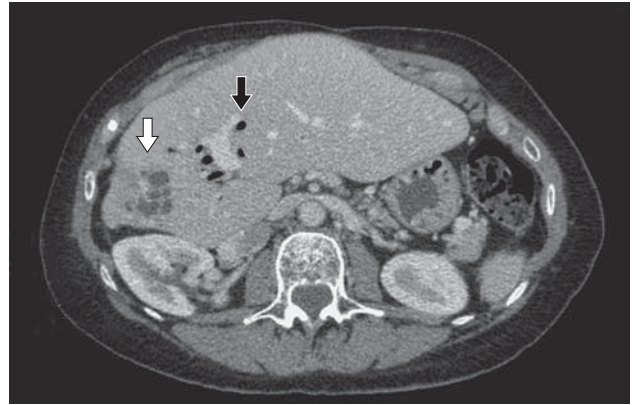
Компьютерная томограмма. Атрофия правой доли печени с выраженным расширением протоков (белая стрелка). Аэрохолия в расширенных протоках левой доли печени (черная стрелка).
